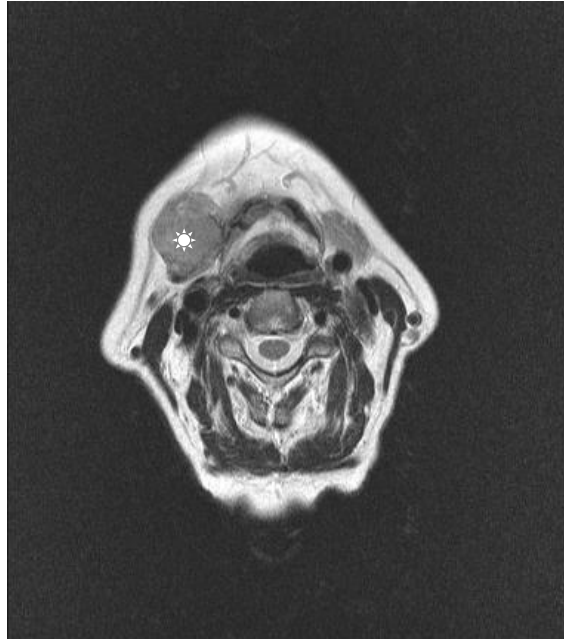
MRT der rechten Glandula submandibularis. Karzinom ex pleomorphem Adenom der rechten Glandula submandibularis.
